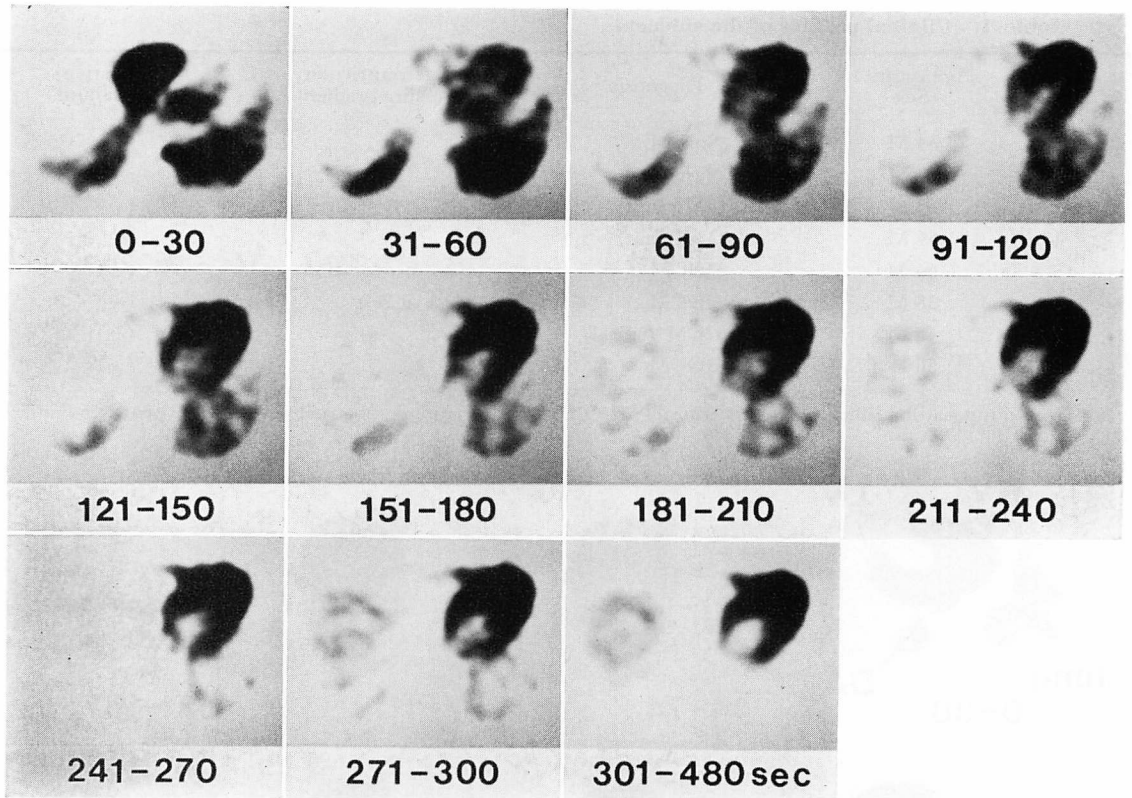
Serial positron CT images in a case with apical hypertrophy (Case 7).
